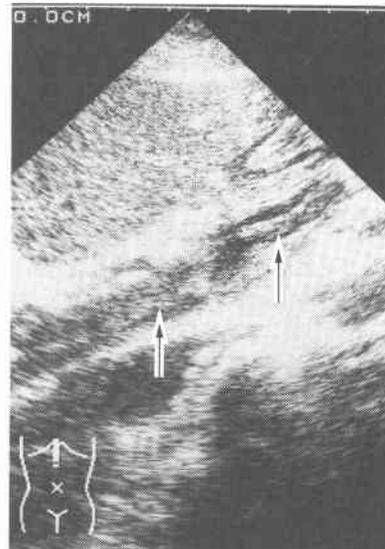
Ultrasonography reveals the hyperechoic mass (↑) in the stem of portal vein and superior mesenteric vein. (8 days after the operation)
